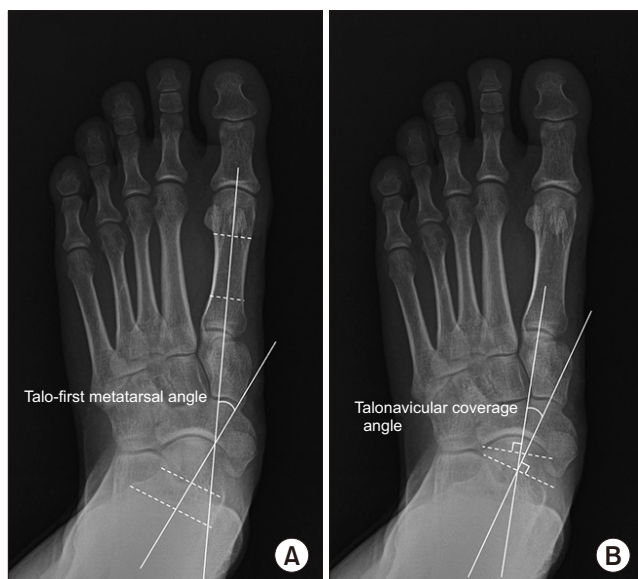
The anteroposterior weight-bearing radiograph of the foot showed the anterior talo-first metatarsal angle (A) and the talonavicular coverage angle (B).
